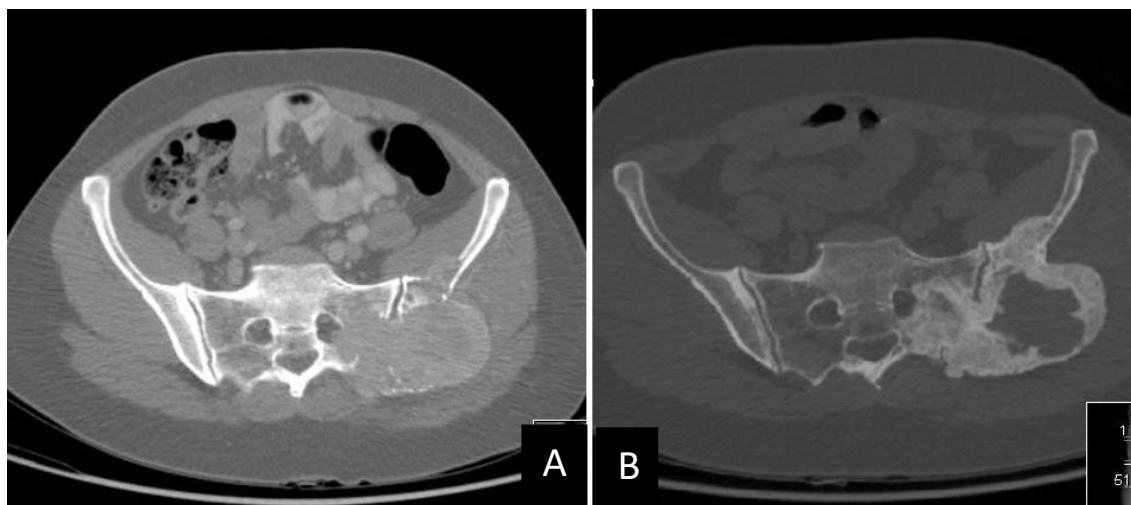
A-TAC de Tumor de Células Gigantes na bacia, Grau 3; B- TAC após 1 ano de terapia com Denosumab
